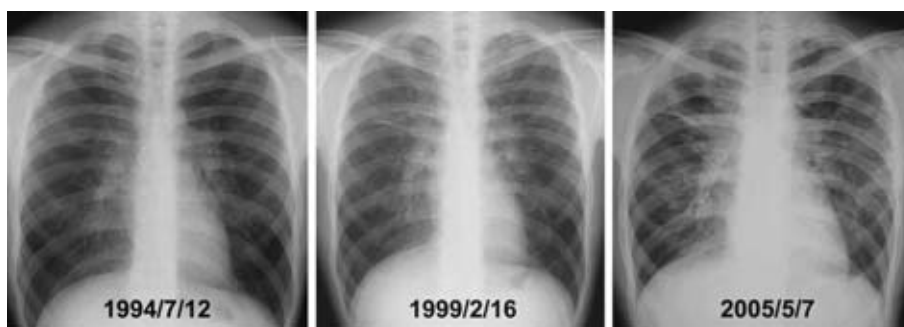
Series of chest X-rays before his visit.
